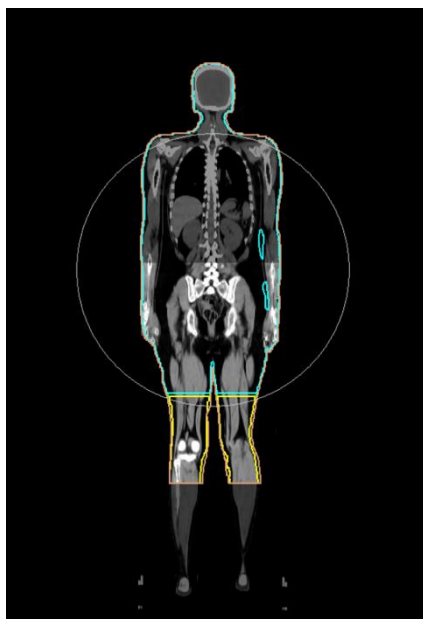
Vista de la superposición de la tomografía obtenida para la parte superior e inferior. También se aprecian los PTVs superior e inferior.
